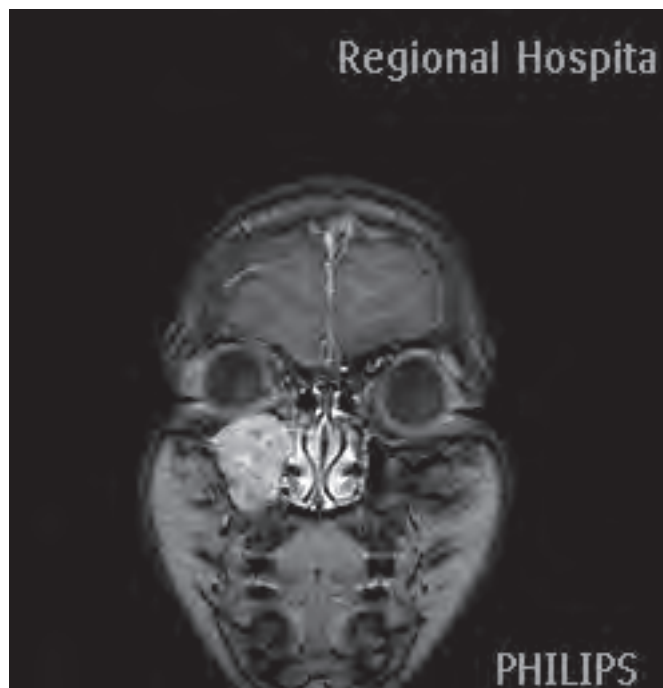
Томограмма новообразования в гайморовой пазухе
